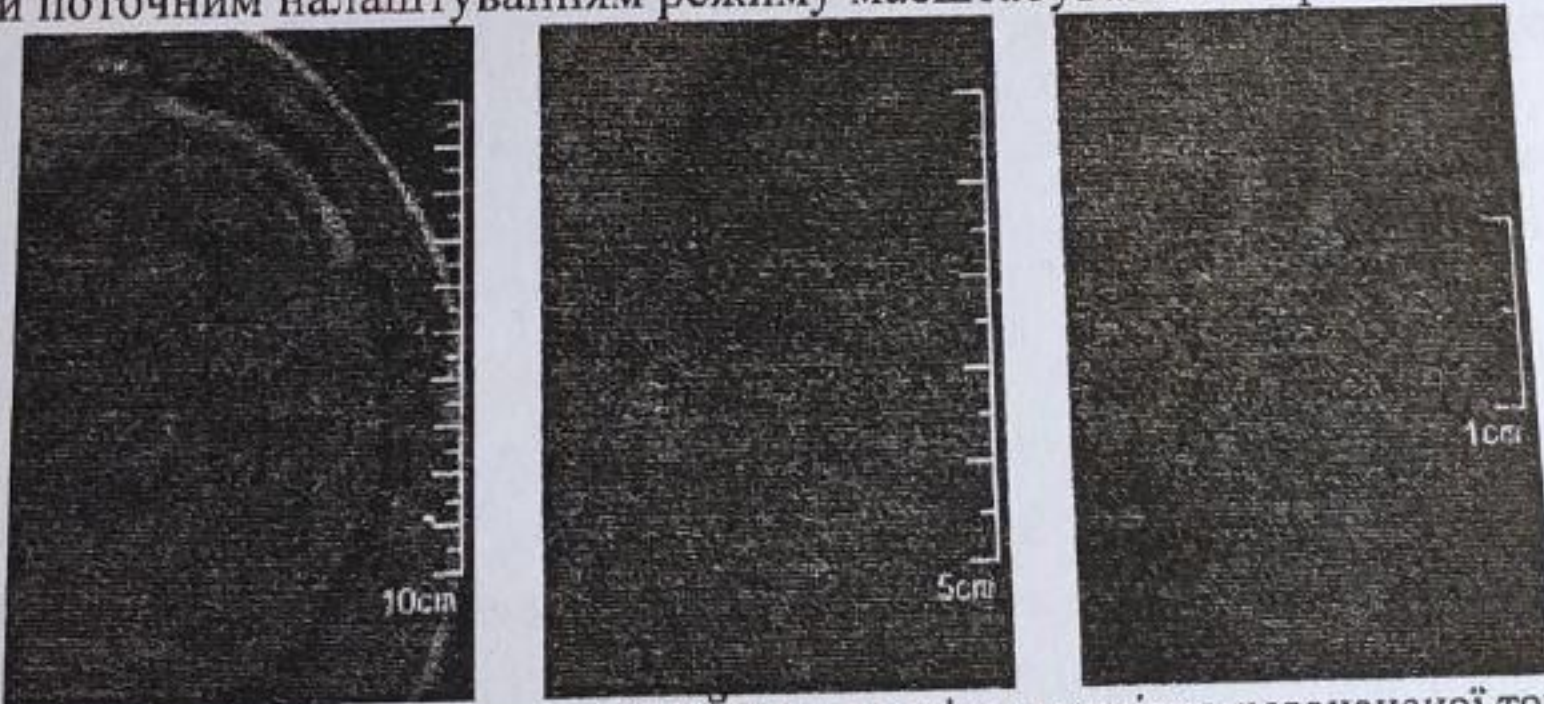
Приклад вигляду інструменту «ЛІНІЙКА» на зрізах магнітно-резонансної томографії та різних режимів масштабування у програмі перегляду медичних зображень від фірми SIEMENS
